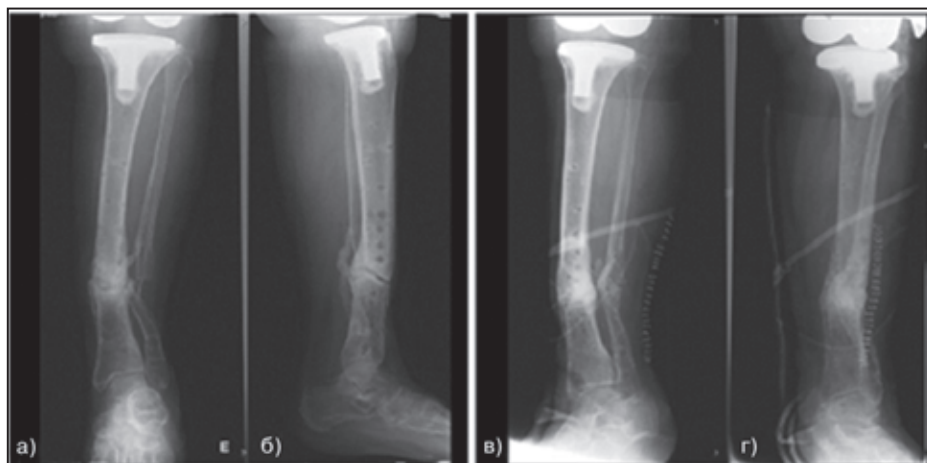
Фото рентгенограм кісток гомілки. Псевдоартроз через 20 місяців після перелому (а, б), консолідація місця перелому через 6 місяців після початку прийому Бівалосу (в, г)
